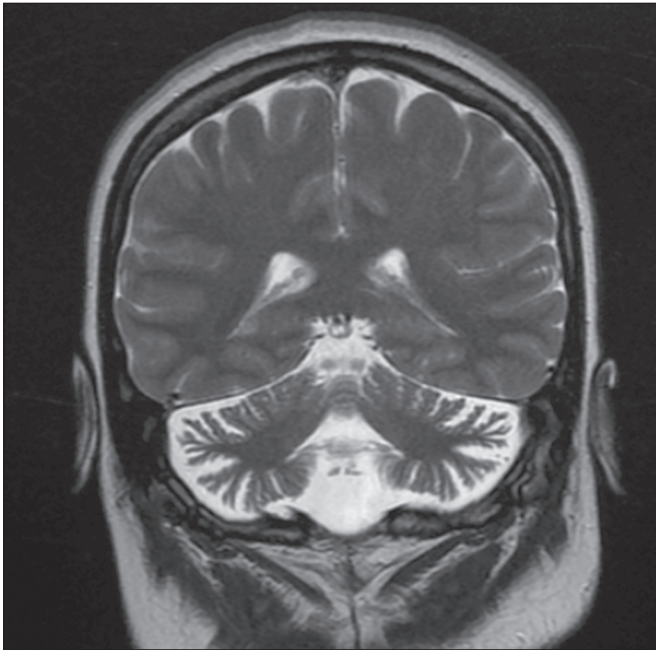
Atrofia cerebelar em usuário crônico de fenitoína. RM, sequência T2, corte coronal demonstrando acentuada atrofia cerebelar, desproporcional ao restante do parênquima encefálico, em paciente de 18 anos em uso de fenitoína desde os 5 anos.
